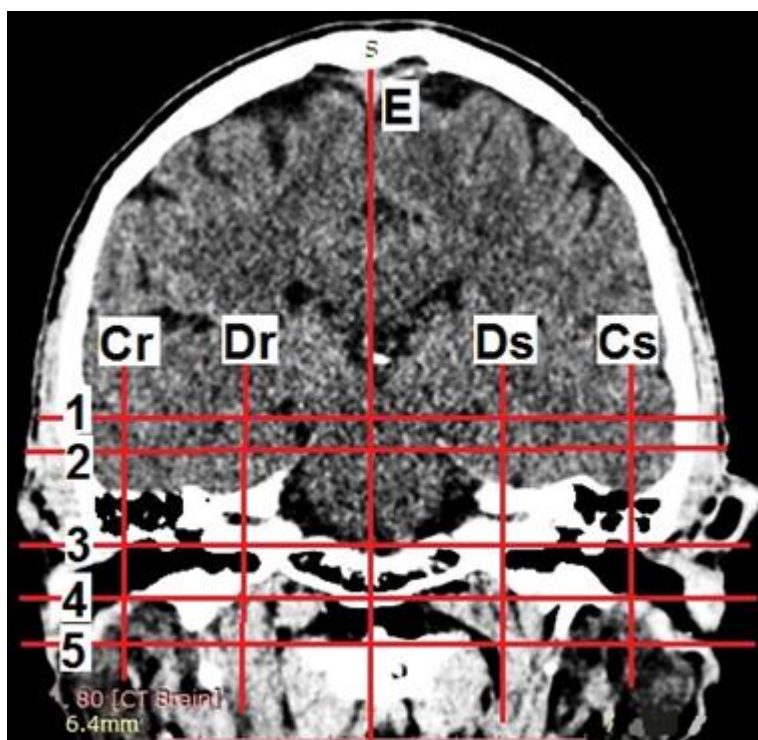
Проекционные линии на компьютерных томограммах во фронтальной проекции на уровне слуховых проходов: Е – срединная линия; Cr и Cs – линии от основания сосцевидного отростка справа и слева; Dr иDs – линии через середину расстояния между линиями Е и С справа и слева; 1 – линия «НАЗИОН»; 2 – линия от наружного угла глаза; 3 – франкфуртская горизонталь; 4 – линия через нижний край наружного слухового прохода; 5 – линия от основания сосцевидного отростка
